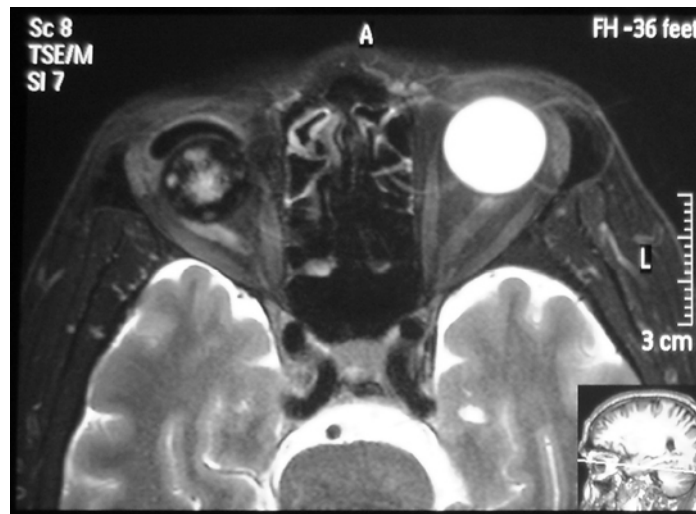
MRI of the patient at 1-year follow-up showed no vascularization into the core of the implant
